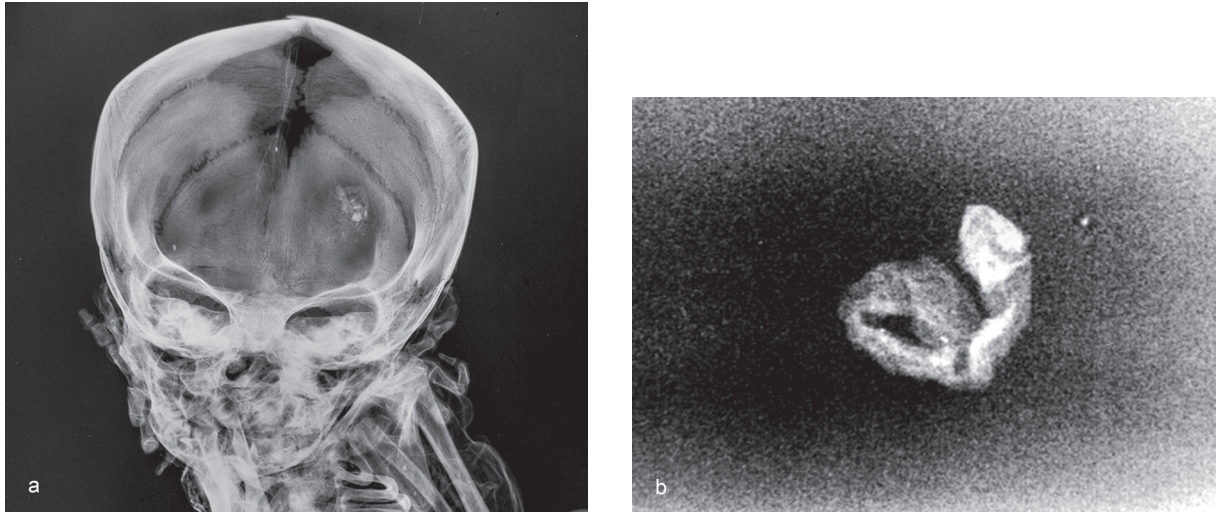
a) Röntgenaufnahme des mumifizierten Säuglingsschädels und b) eine Detailaufnahme des unbekanntes Objekts.
